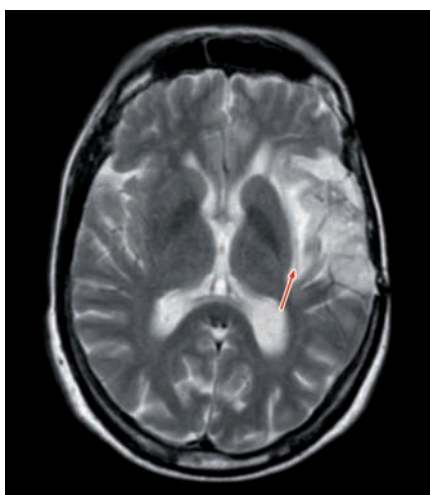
Imagen axial de RM, potenciada en T2, típica de un tumor difuso de ínsula, que se ha extendido a través de la cápsula extrema y externa a ambos lados del claustrum (punta de flecha).
